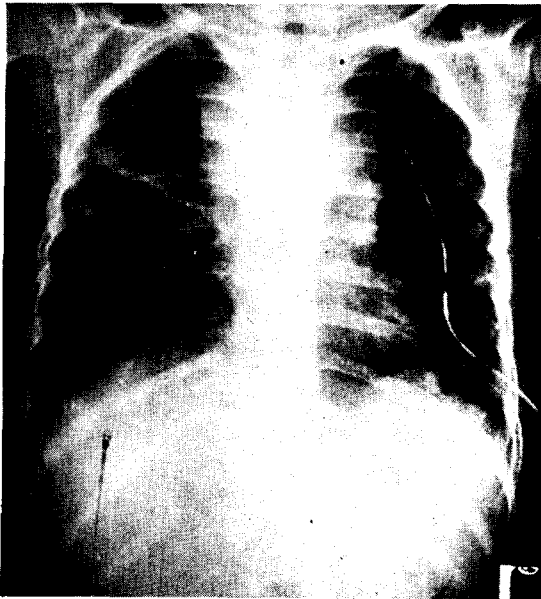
Posteroanterior chest roentgenogram of a 4-year-old girl with upper mediastinal widening. A chest tube was inserted for drainage and a cytological evaluation revealed lymphatic cells. At thoracoscopy, biopsies of the upper mediastinum showed malignant lymphoma.
